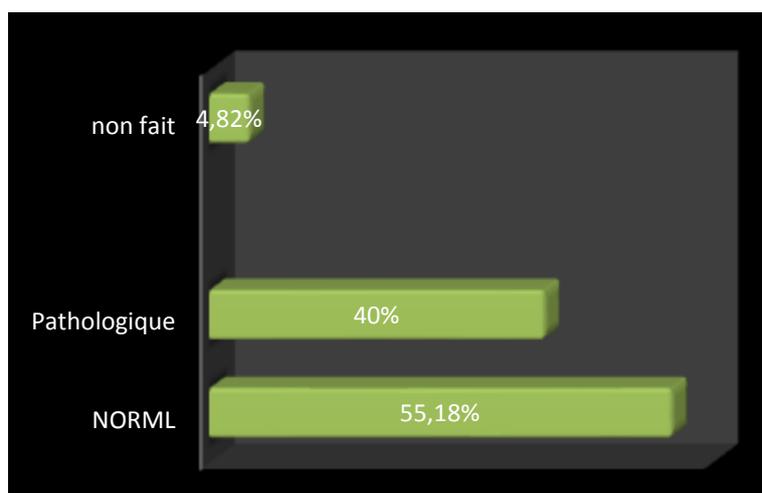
11 Analyse de la détresse respiratoire selon les résultants de la radiographie
